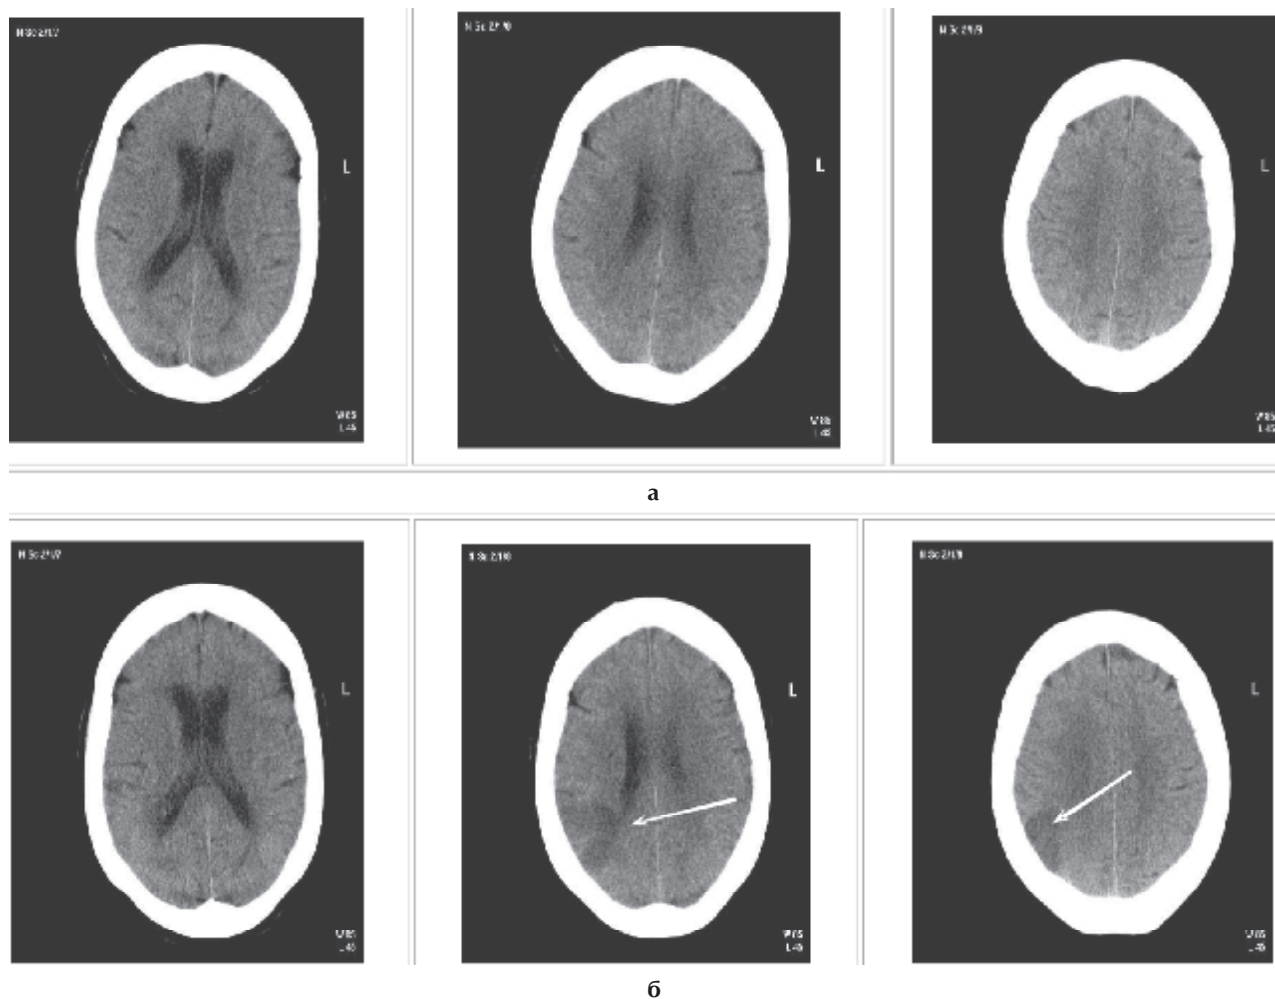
КТ головного мозга больной В., 75 лет, с диагнозом ОНМК по ишемическому типу в бассейне СМА справа при поступлении (а) и на 3-и сутки после ИАТЛ (б).
